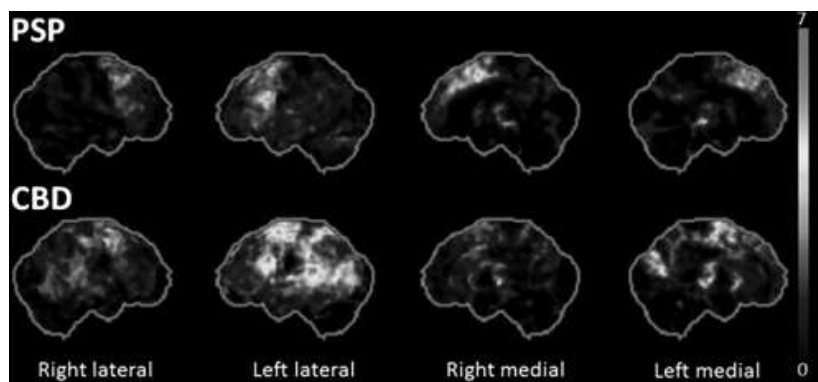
PSPとCBDのFDG-PET所見の比較(正常対照との統計画像¹⁴⁾)
